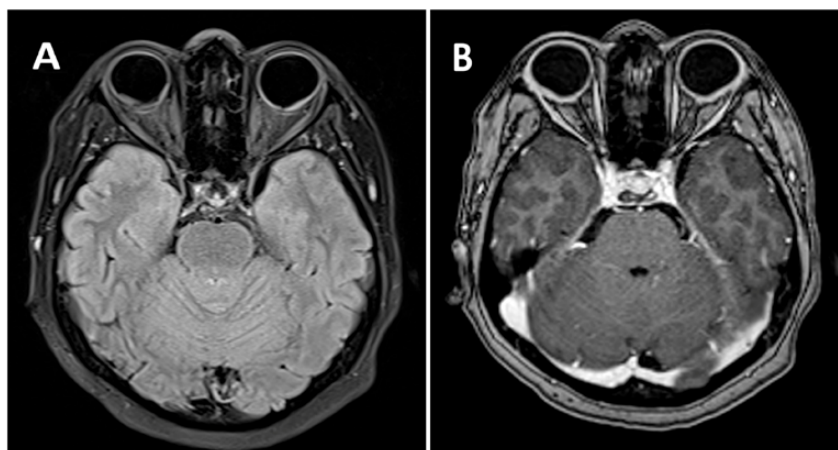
Resonancia nuclear magnética pretratamiento, imagen axial en Flair con supresión de la grasa (A). Imagen axial en T1 contrastada con gadolinio (B). Se observa engrosamiento coroideo bilateral con realce tras la administración del contraste e hiperintensidad de señal en flair retrobulbar.
